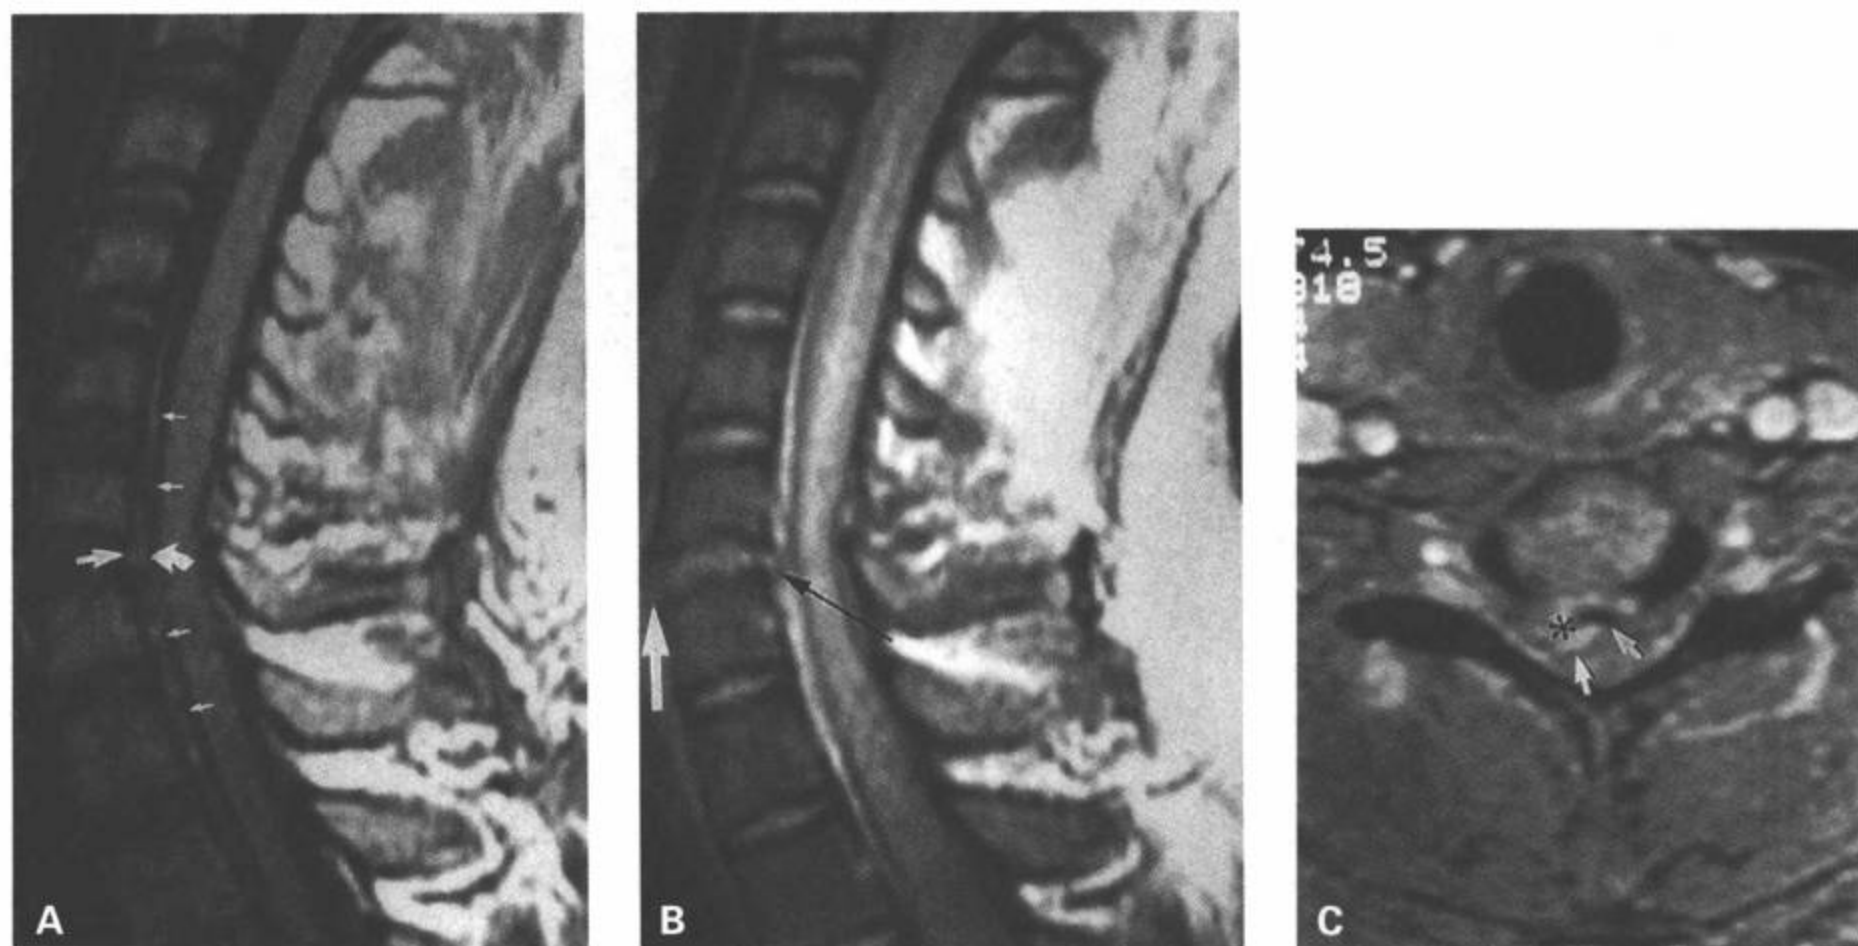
创伤性椎间盘突出伴硬膜外血肿。A: 矢状面SE T1 加权图像显示 C6/C7 水平纤维环后部断裂(白箭)。椎间隙后上部突出的组织(弯箭)代表突出的椎间盘物质,其周围为抬高的后纵韧带。伴随的硬膜外血肿(小箭)为稍高信号。也显示脊髓明显肿胀。B: 矢状面SE 图像显示硬膜外积液呈高信号。突出的椎间盘外缘显示更佳(黑箭)。注意伴随的前纵韧带断裂(白箭)。C: 另一例病人的3DFT 梯度回波横断面图像显示巨大的椎间盘突出碎片(星号)压迫硬膜囊右前缘(箭)。(From: Flanders AE, Croul SE. Spinal trauma. In: Atlas SW. Magnetic Resonance Imaging of Brain and Spine.3rd ed. Philadelphia: Lippincott Williams & Wilkins; 2002:1785, with permission.)
